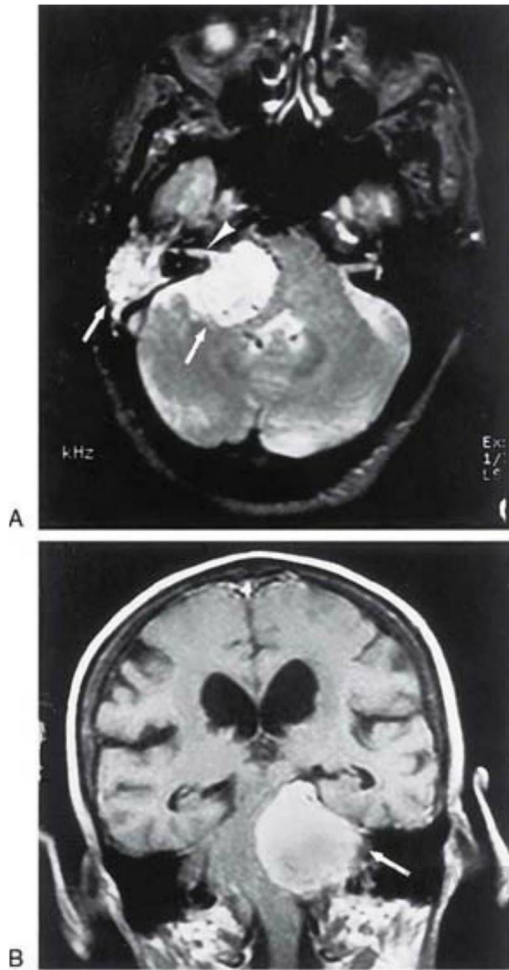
Resonancia magnética de un tumor glómico (A, *fechas*) y de un neurinoma vestibular (B, *flecha*) que afectan al nervio vestibular (*punta de flecha*). Los dos pacientes presentaban mareo, náuseas y desorientación espacial.
